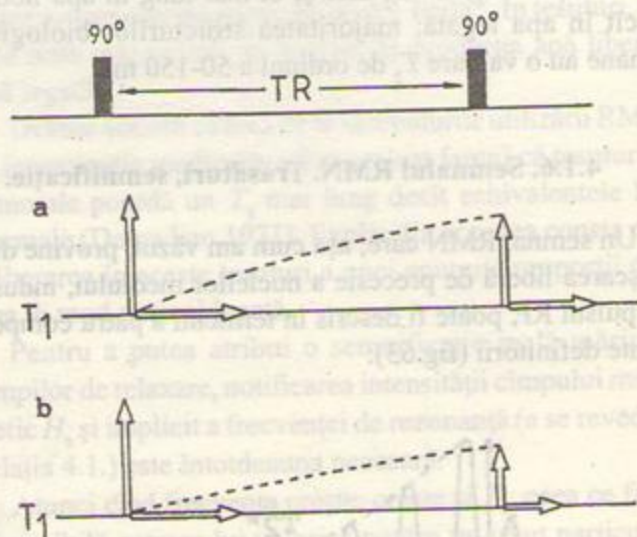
Efectul mărimii lui  $T_1$ , pentru un  $TR$  dat, asupra amplitudinii semnalului. După un puls  $90^\circ$ , componenta cîmpului magnetic în plan orizontal este de aceeași mărime cu a componentei verticale înainte de aplicarea pulsului. Dacă un al doilea puls  $90^\circ$  este aplicat după timpul  $TR$ , este posibil ca componenta verticală să nu fi revenit la valoarea inițială; componenta orizontală va fi redusă în mod corespunzător, rezultatul fiind un semnal RMN de amplitudine mai redusă. Pentru un  $TR$  de aceeași mărime, efectul de reducere a semnalului va fi mai pronunțat în cazul unui  $T_1$  lung (b), decît în cel al unui  $T_1$  scurt (a).
